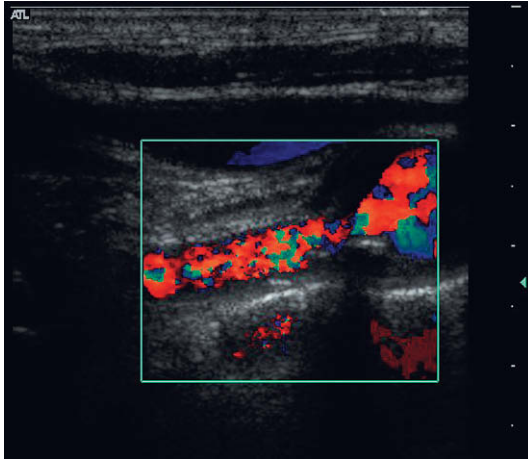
Una estenosis en el nacimiento de la arteria vertebral con marcada turbulencia demostrada mediante el Doppler color.
